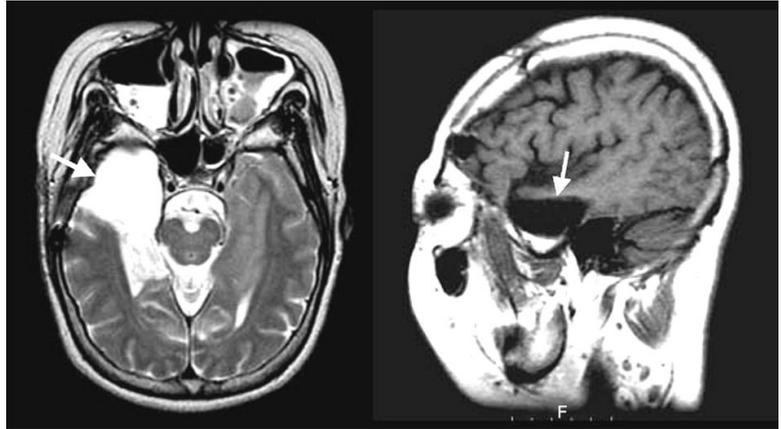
Anterior temporal lobectomy with amygdalohippocampectomy. 45 year-old woman had complex partial seizures arising from right mesial temporal region. She has been seizure free since her right anterior temporal lobe and amygdala/hippocampus were resected. The MRI images were obtained from Samsung Medical Center.
